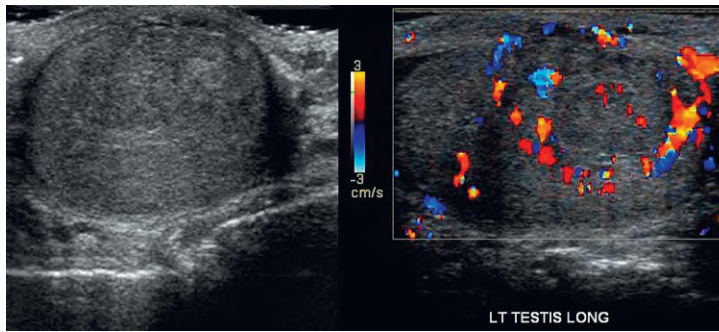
Proyecciones longitudinales en escala de grises y Doppler color del testículo izquierdo al ser valorado con motivo de una masa palpable. La ecotextura testicular normal está alterada. Existe una masa ligeramente hipoeicoica. El Doppler color muestra un collarite de hiperemia, pero la porción central de la masa es relativamente avascular.
